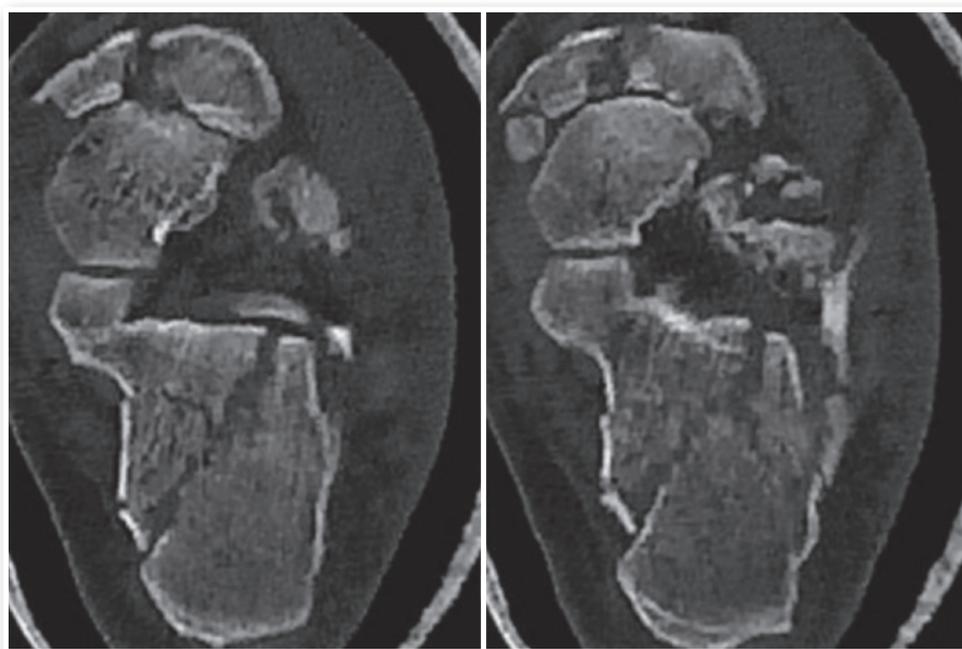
Tomografia computadorizada do pé esquerdo, corte axial.
